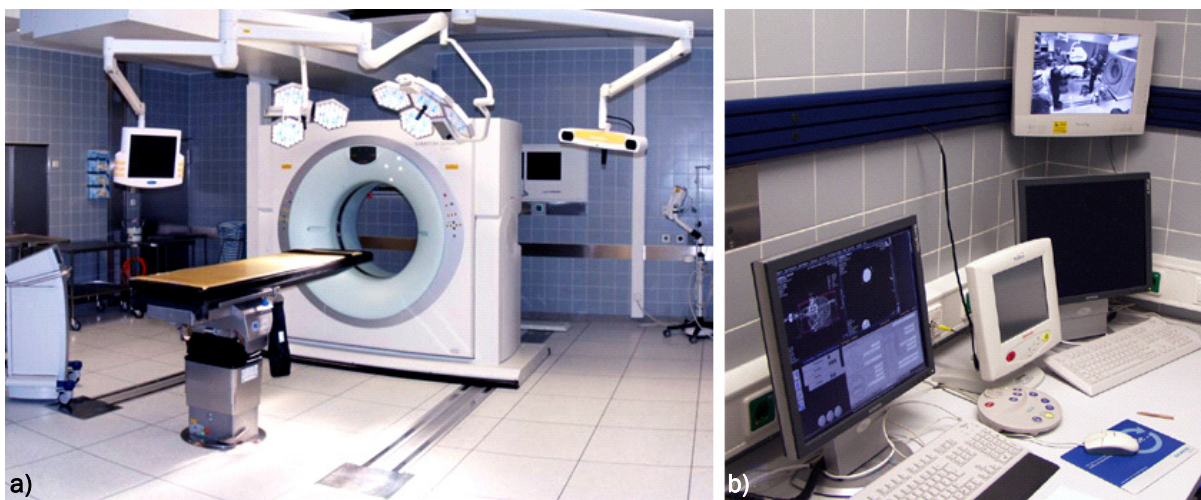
a) Operationssaal mit intraoperativem CT und VV Sky Navigationseinheit b) CT Steuerkonsole
